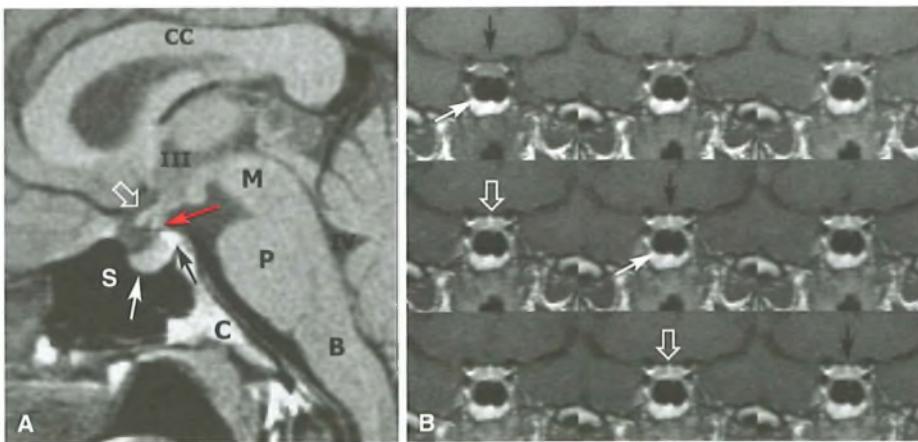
A) Studio RMN della regione diencefalo-ipofisaria. L'immagine sagittale T1-dipendente dimostra la sella turcica regolare per morfologia, al cui interno è alloggiata la ghiandola ipofisi, costituita anteriormente dall'adeno-ipofisi (freccia bianca) e posteriormente dalla neuro-ipofisi (freccia nera). La freccia aperta indica il chiasma ottico, quella rossa indica il peduncolo ipofisario. B) Bulbo, C: Clivus, CC: Corpo Calloso, M: Mesencefalo, P: Ponte, S: Seno sfenoidale, III: Terzo ventricolo, IV: Quarto ventricolo. B) Studio RMN dinamico dell'adeno-ipofisi. Le immagini coronali T1-dipendenti sempre dello stesso piano, acquisite a distanza di pochi secondi una dall'altra, durante la iniezione endovenosa a bollo di mezzo di contrasto paramagnetico, dimostrano la progressiva impregnazione del parenchima ghiandolare dell'adeno-ipofisi (frecce bianche) e del peduncolo ipofisario (frecce nere). Le frecce vuote indicano il chiasma ottico.
